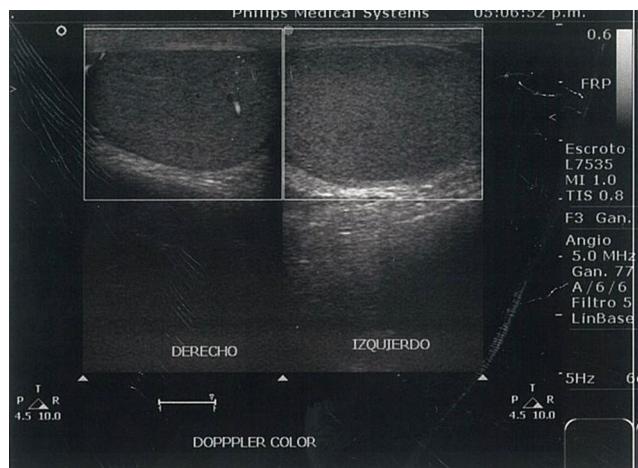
Ultrasonido doppler que compara flujo vascular en ambos testículos.
